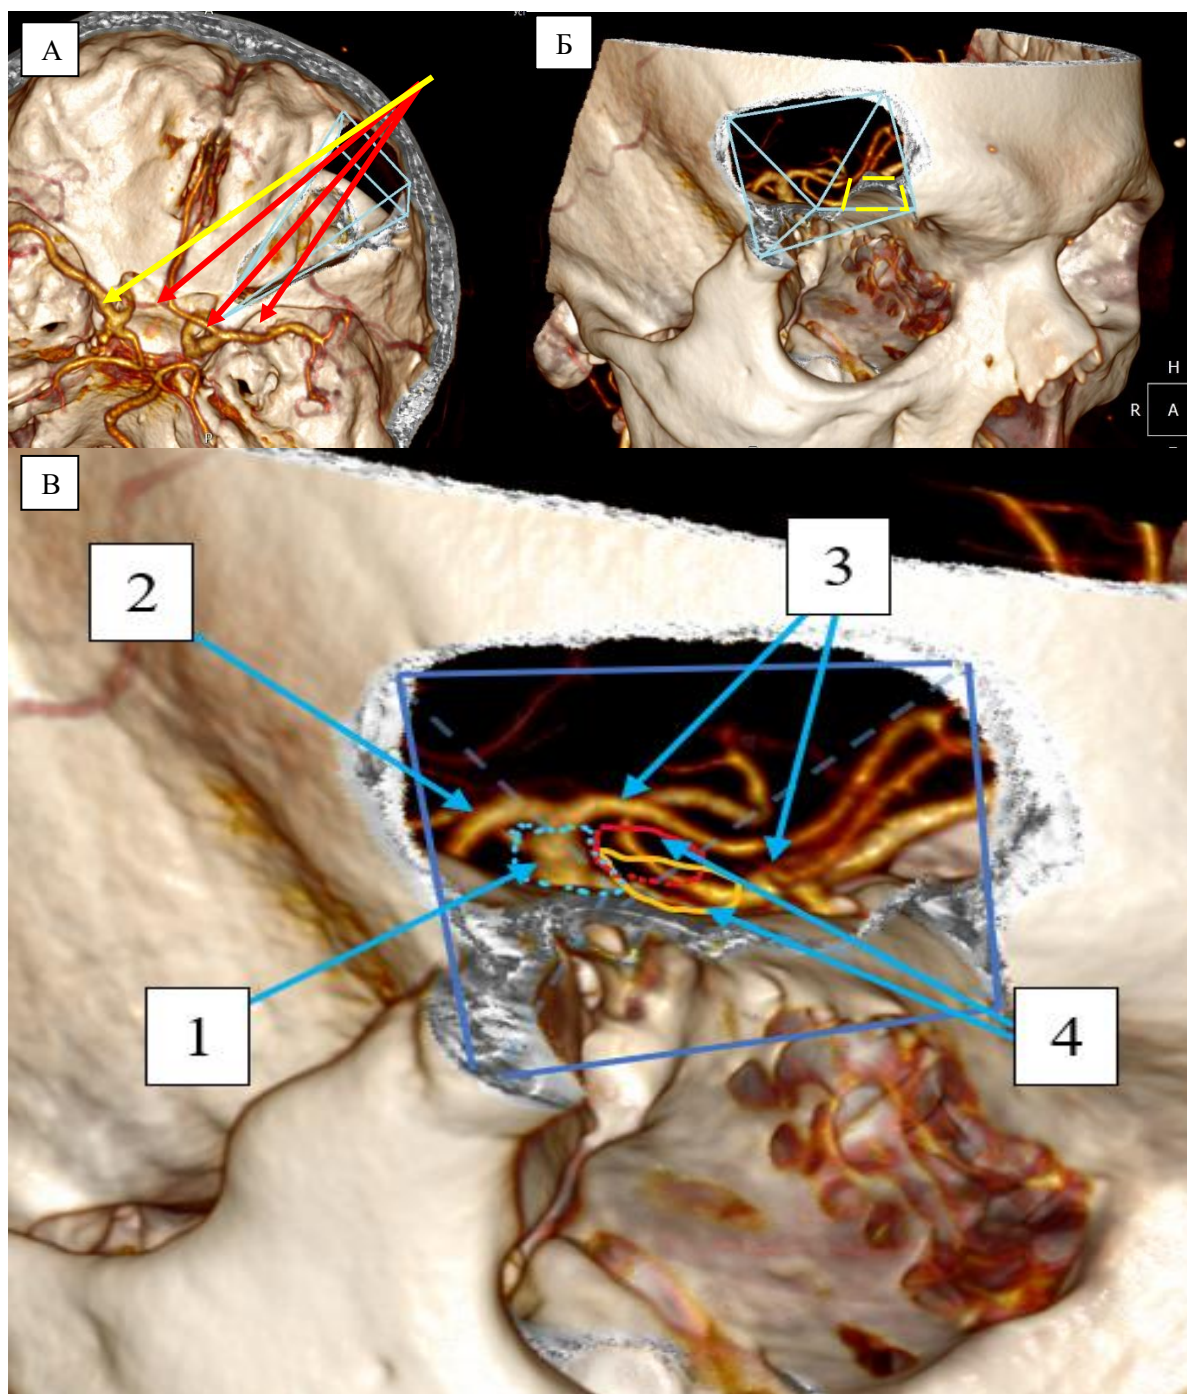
Визуализация структур через ТПД. А - Рабочее пространство (синяя пирамида) с расположением вершины в области ПНО. Красными стрелками указаны возможные направления хирургического воздействия, в.т.ч и к контралатеральным структурам (желтая стрелка). Б - Передне-латеральная проекция визуализации рабочего пространства ТПД на КТ с 3D-реконструкцией, желтая трапеция обозначает возможность дополнительной костной резекции. В - Визуализация структур при выполнении ТПД: 1 – каротидная цистерна и супраклиноидный сегмент ВСА; 2 – М1-сегмент СМА; 3 – А1-сегмент ПМА и комплекс ПМА-ПСА; 4 – хиазмальная цистерна (оранжевая зона) и межножковая цистерна (красная зона), доступ к которой возможен через оптико-каротидный треугольник
